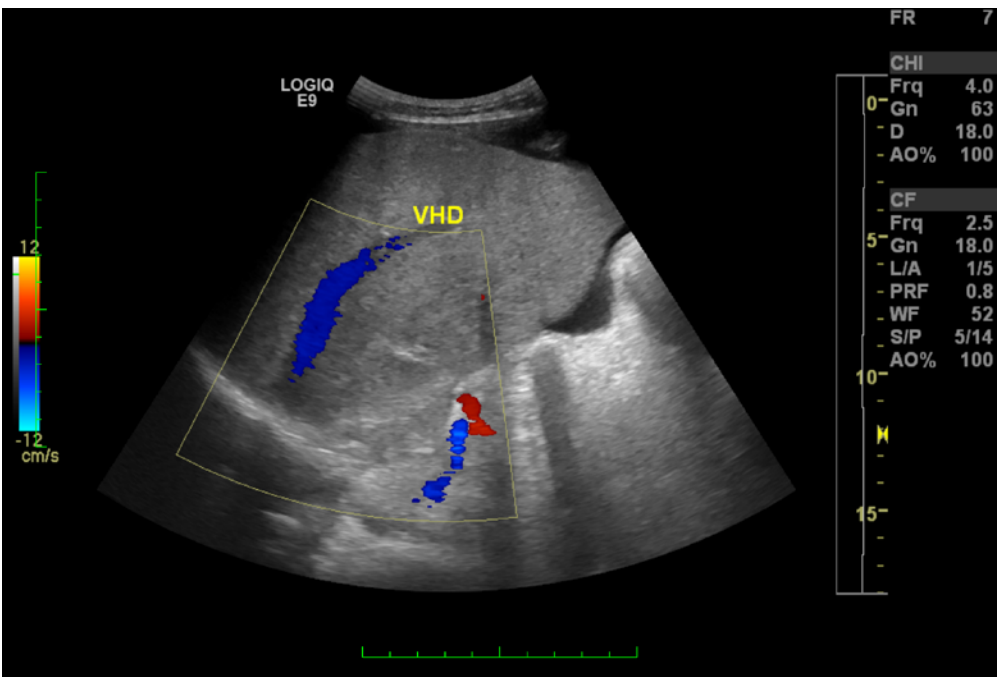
Doppler colorido demonstrando a veia hepática direita
